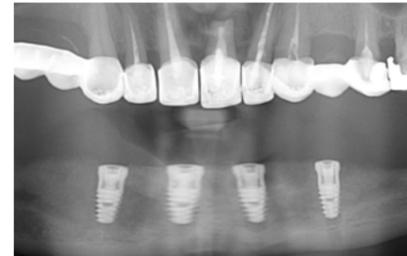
Исходная панорамная рентгенограмма.
